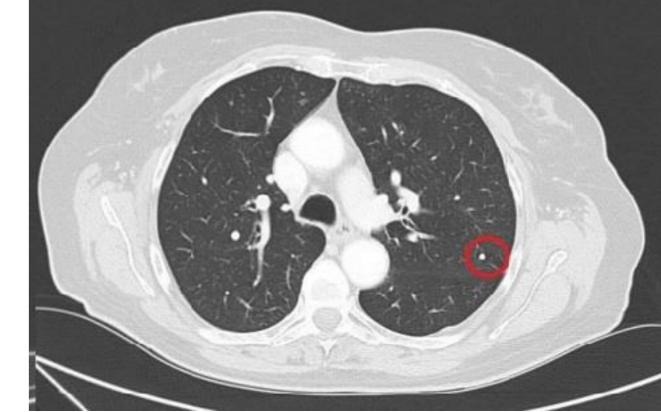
TAC mayo 2022: nódulo LII 3mm
